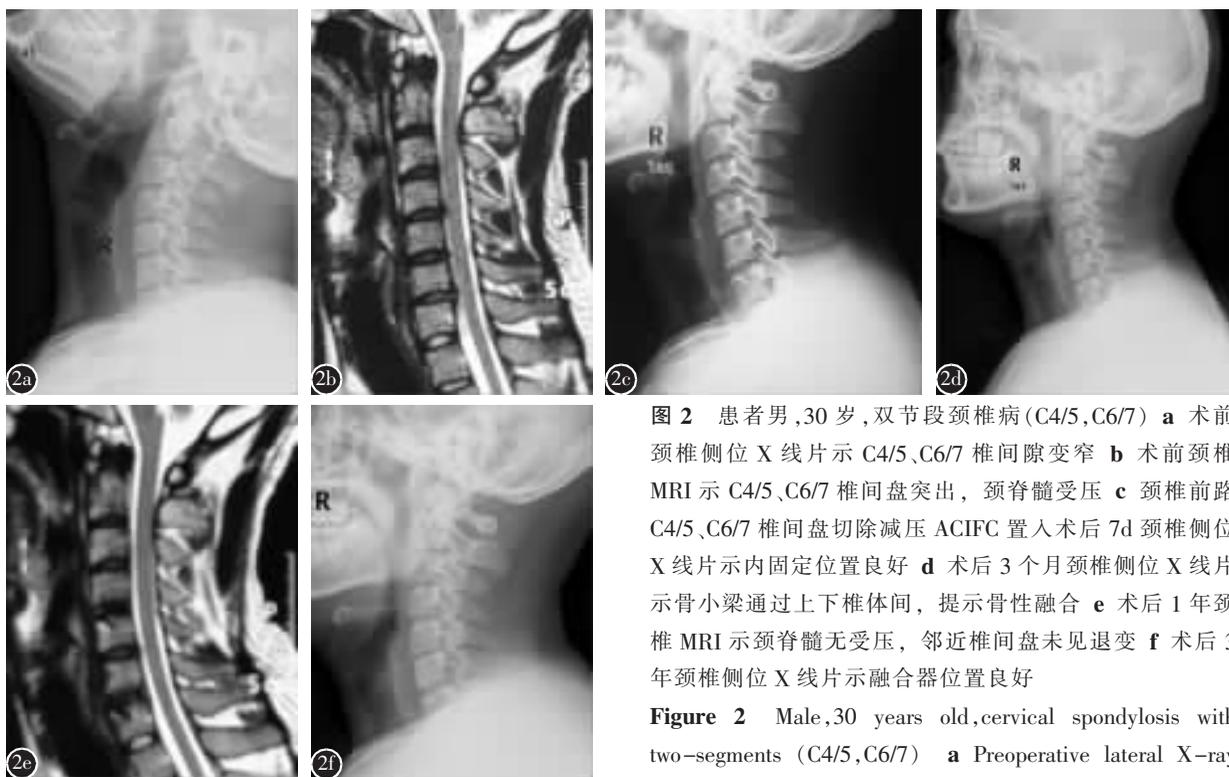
患者男,30 岁,双节段颈椎病 (C4/5,C6/7) a 术前颈椎侧位 X 线片示 C4/5、C6/7 椎间隙变窄 b 术前颈椎 MRI 示 C4/5、C6/7 椎间盘突出,颈脊髓受压 c 颈椎前路 C4/5、C6/7 椎间盘切除减压 ACIFC 置入术后 7d 颈椎侧位 X 线片示内固定位置良好 d 术后 3 个月颈椎侧位 X 线片示骨小梁通过上下椎体间,提示骨性融合 e 术后 1 年颈椎 MRI 示颈脊髓无受压,邻近椎间盘未见退变 f 术后 3 年颈椎侧位 X 线片示融合器位置良好
